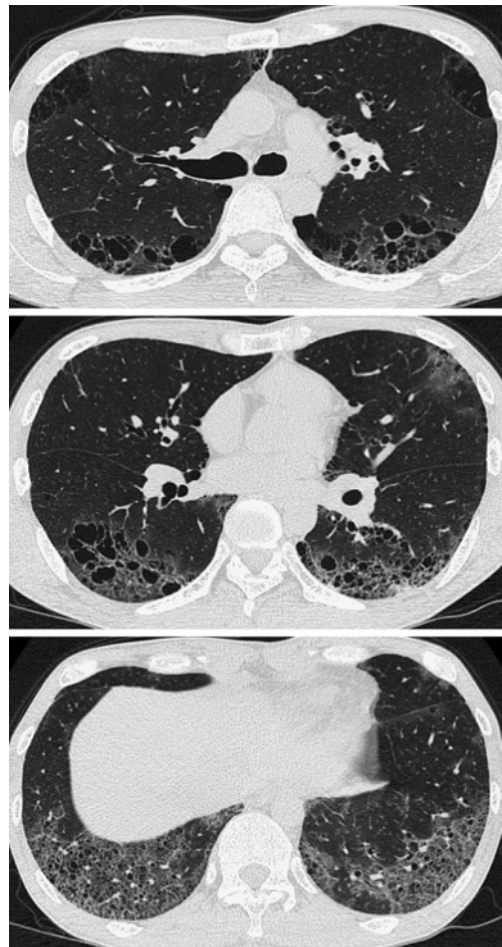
Chest CT showed ground-glass opacification, multiple lung cysts and fine reticulation with traction bronchiectasis predominantly in the bilateral lower lobes.
